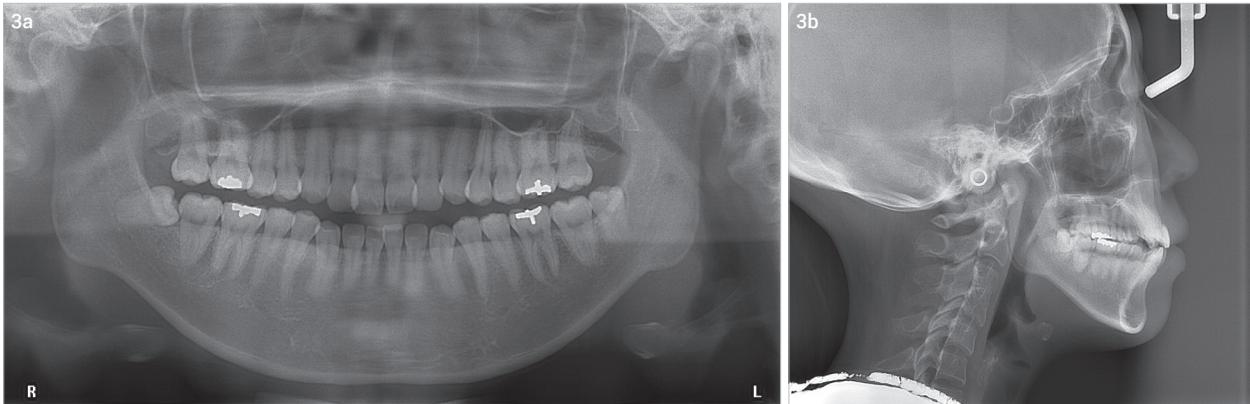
Orthopantomogramm (a) und Fernröntgenseitenaufnahme (b) vor Behandlungsbeginn.
